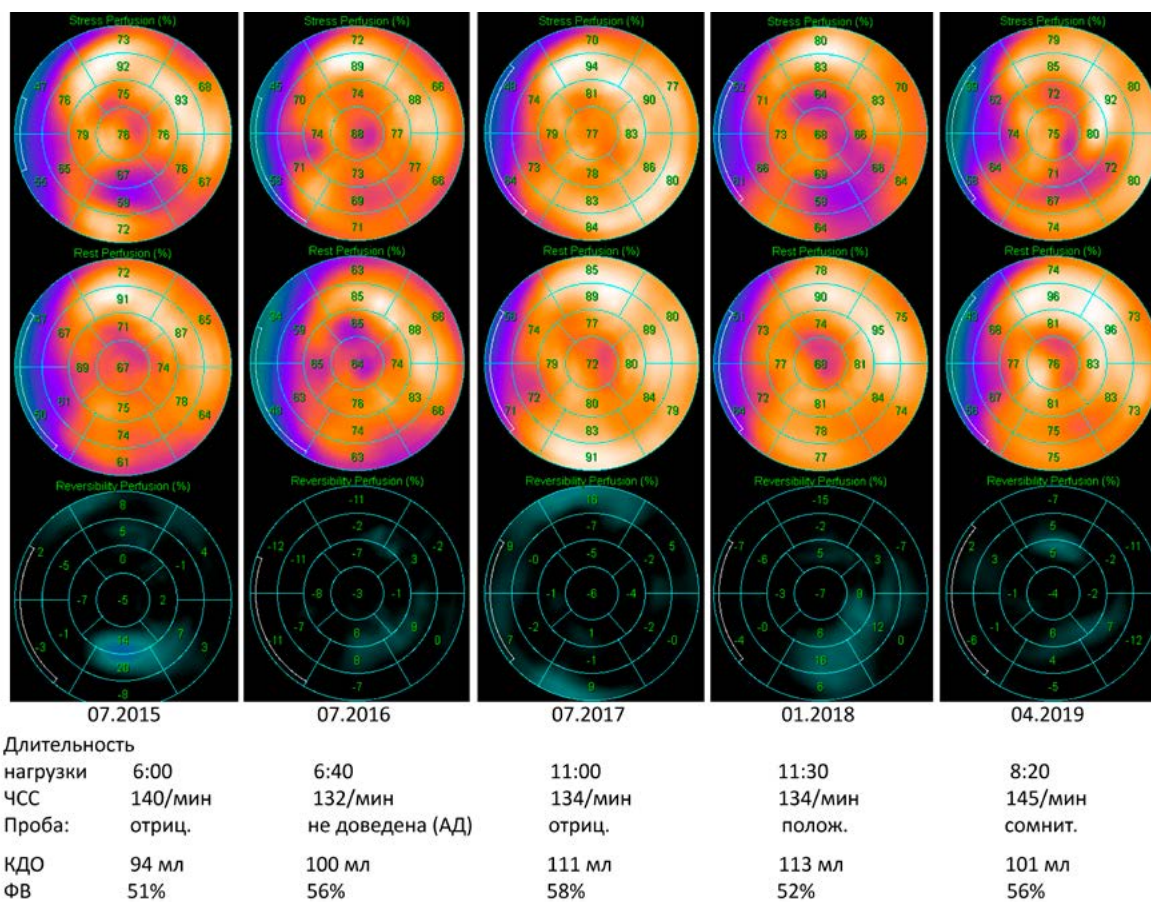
Результаты перфузионной ОЭКТ миокарда на протяжении 5 лет у пациента с СД 2 и ХТО ЗБВ ОА.
